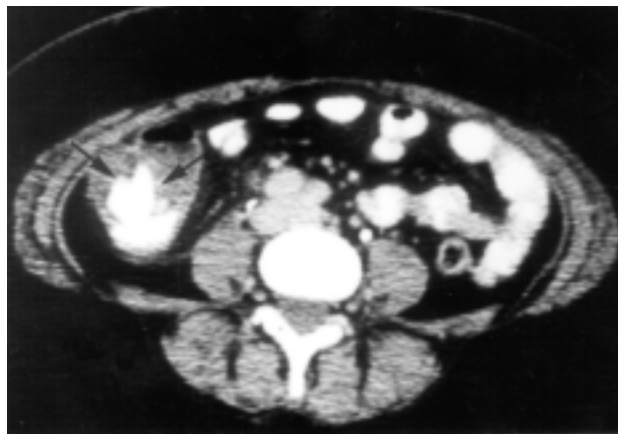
Aspecto de la imagen de tomografía computarizada del ciego donde se aprecia el engrosamiento de la pared con importante disminución del lumen, (Flecha).
